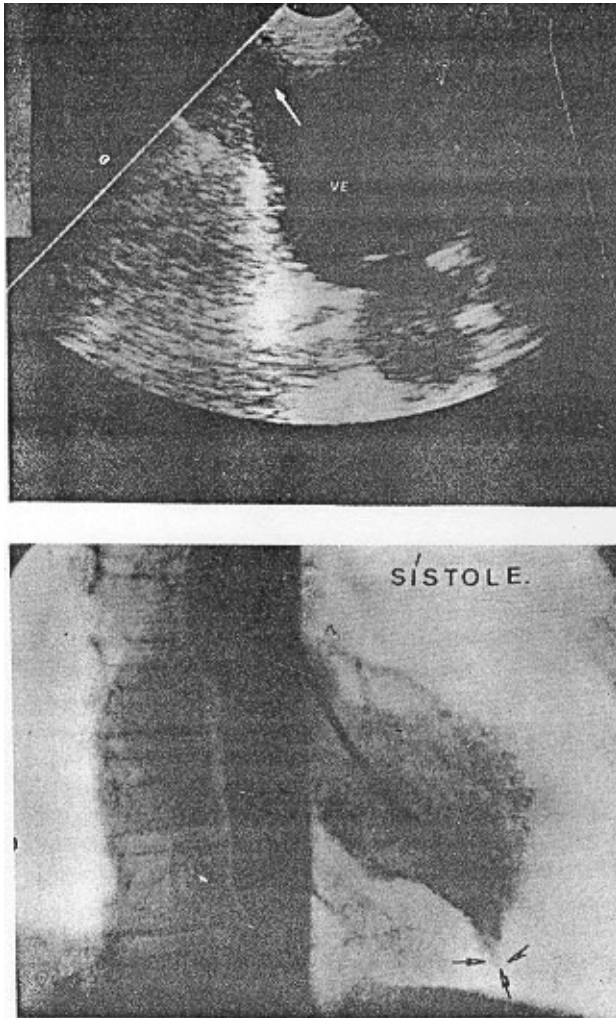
Caso 2 - Ecocardiograma - 2D no corte apical câmaras mostrando lesão apical (seta) correspondente ao tipo dedo de luva (setas) na cineventriculografia esquerda em sístole
